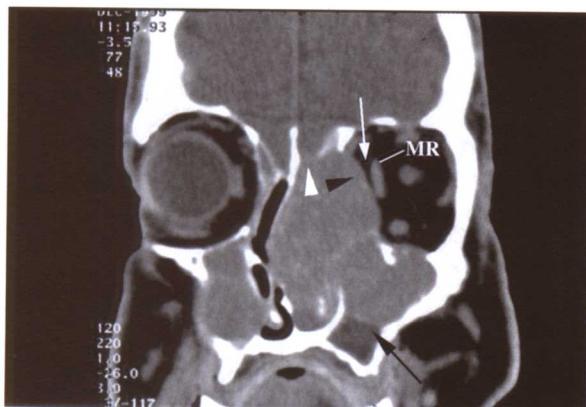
鼻腔筛窦的恶性肿瘤。加强冠状位 CT。肿瘤侵犯筛板和筛凹（白色短箭头），纸样板被侵犯（黑色短箭头），但是从内侧到中直肌之间的脂肪（白色箭头）是正常的。眼眶脂肪没有被侵犯。肿瘤的边界（黑色箭头）和被阻塞的分泌物由于不同的密度而被区别。
